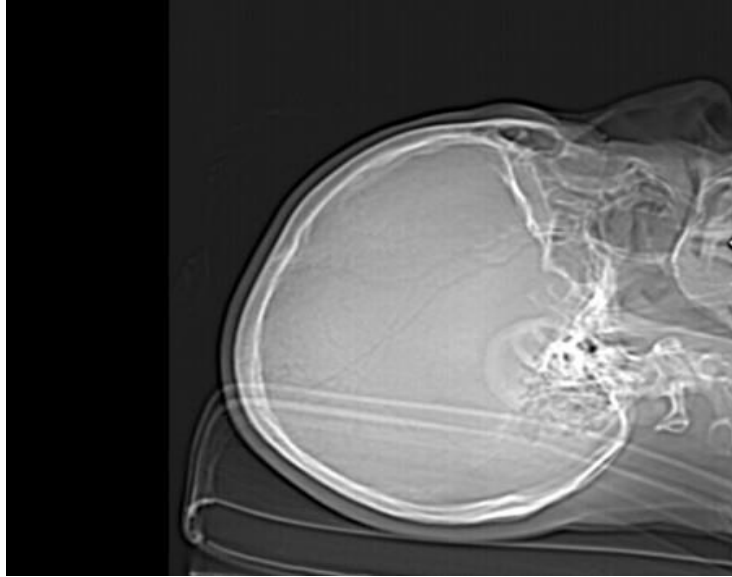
Imagen de TAC de cráneo
